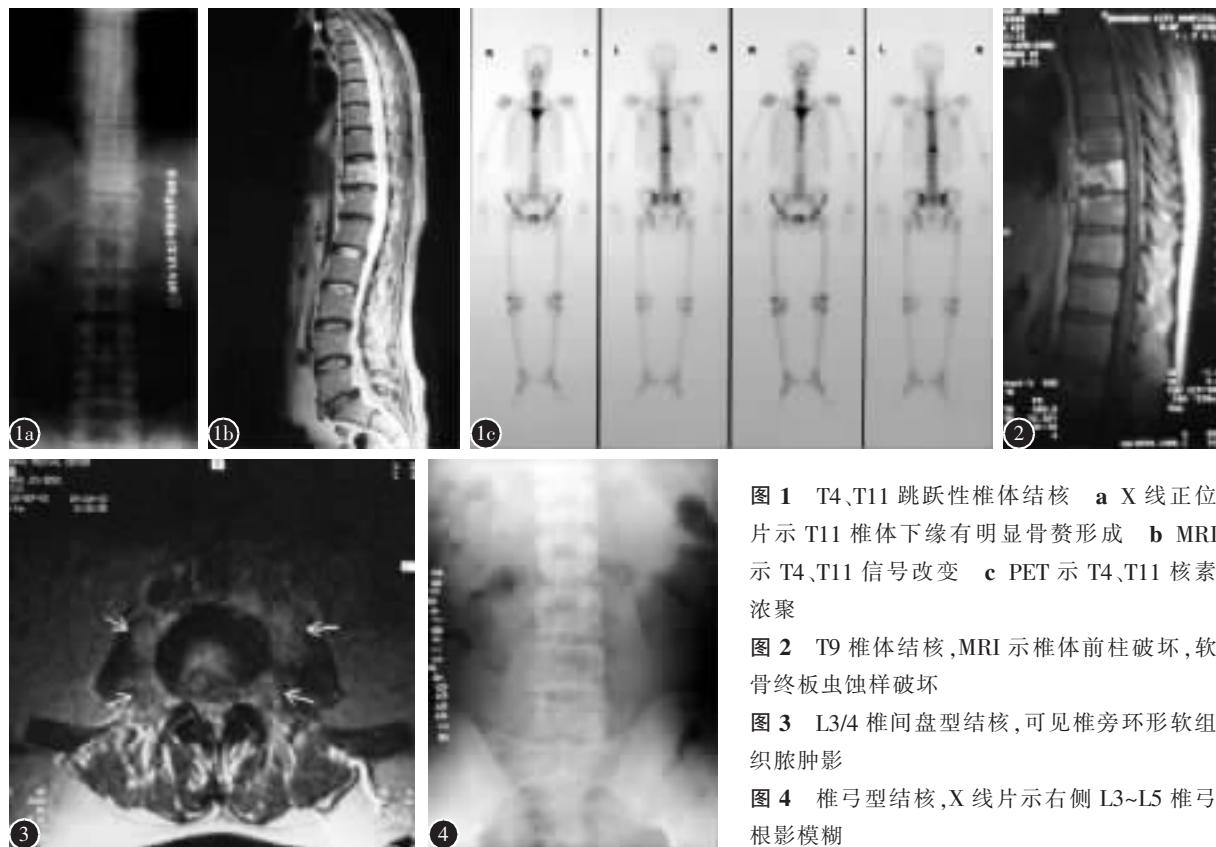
T4、T11跳跃性椎体结核 a X线正位片示T11椎体下缘有明显骨赘形成 b MRI示T4、T11信号改变 c PET示T4、T11核素浓聚
